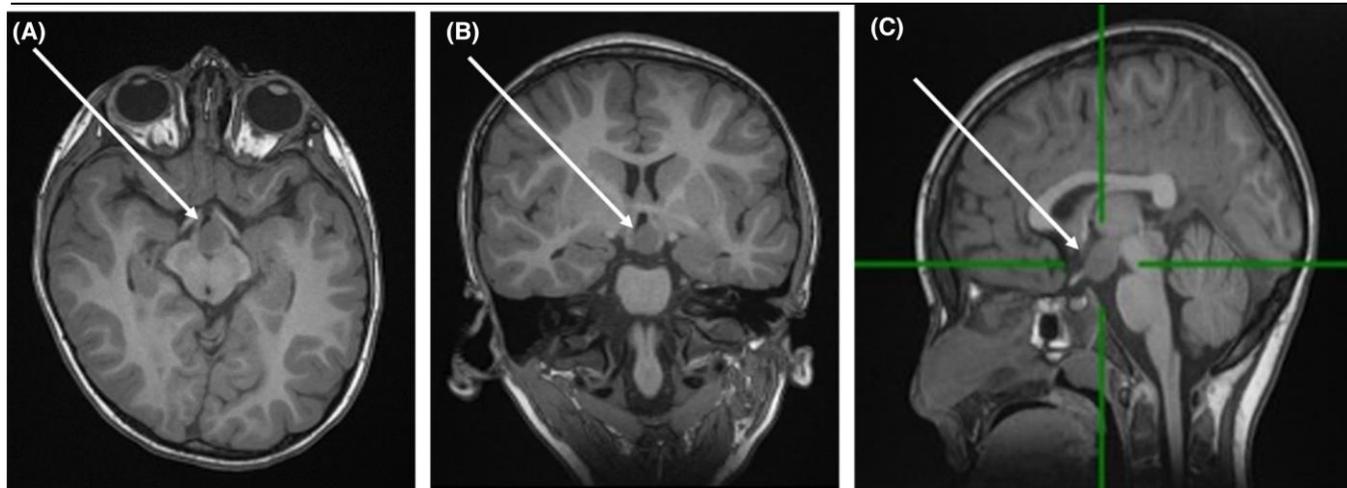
笑い発作を有する 6 歳児の視床下部過誤腫を示す MRI T1 強調像-軸位断 (A), 冠状断 (B), 矢状断 (C). 白矢印は鞍上槽に突出した過誤腫を指す. T1 強調画像では, 過誤腫の信号は灰白質に対して等信号からやや低信号である. (C) の緑色線は, 過誤腫のレーザー焼灼の準備のためのビームである.
